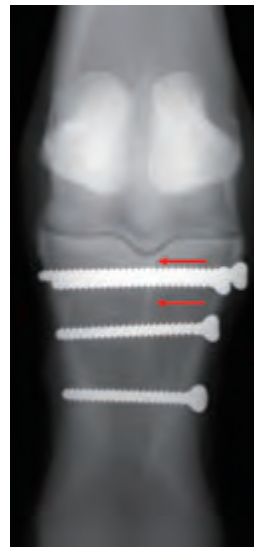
第一指骨矢状骨折に対して螺子固定が行われた症例（術後2ヵ月）のX線画像
